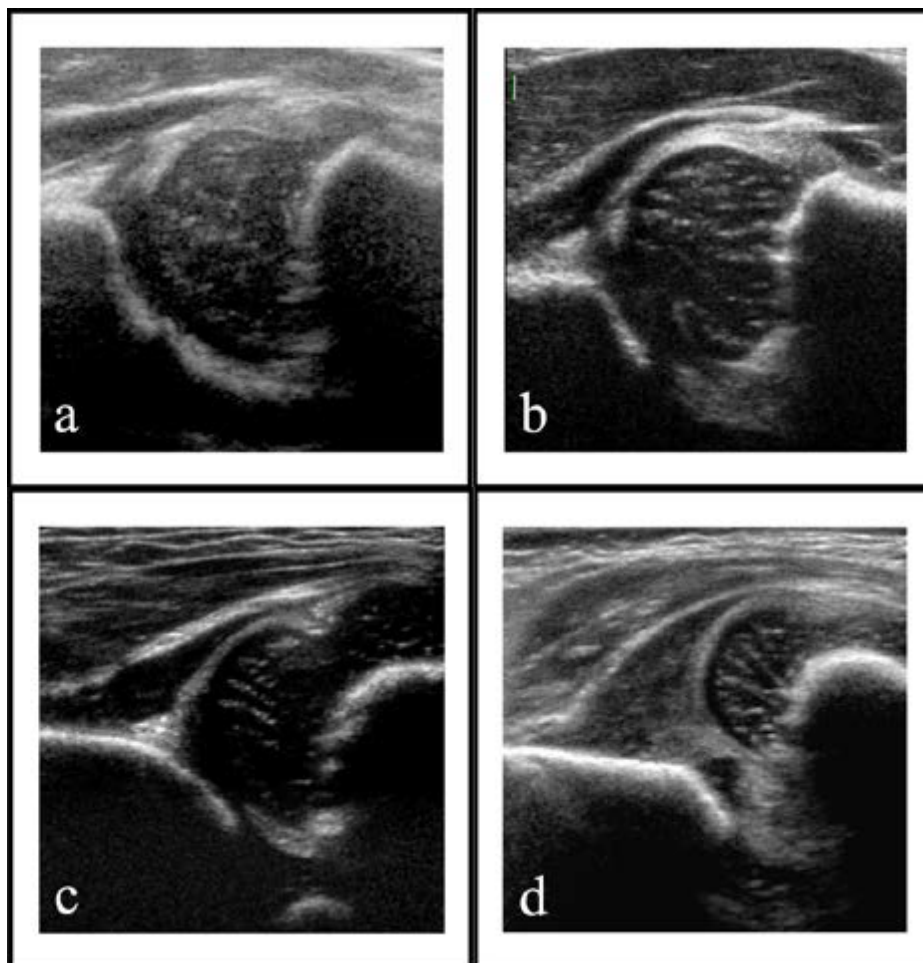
Imagens de ecografia da anca de recém-nascidos com recurso a uma manobra modificada de Barlow e com a seguinte classificação: a) estável, b) instável, c) deslocável e d) deslocada [9].
